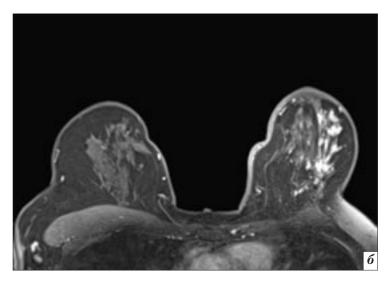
Рентгенологическая и MP-картина протоковой карциномы *in situ* солидного строения: a – прицельный снимок с увеличением зоны микрокальцинатов типа слепка левой молочной железы; δ – на MP-изображении в верхнем наружном квадранте левой молочной железы определяется зона патологического регионарного гетерогенного накопления контрастного препарата общей протяженностью 90×30 мм, соответствующая карциноме *in situ*, с солидным вариантом клеточного роста
